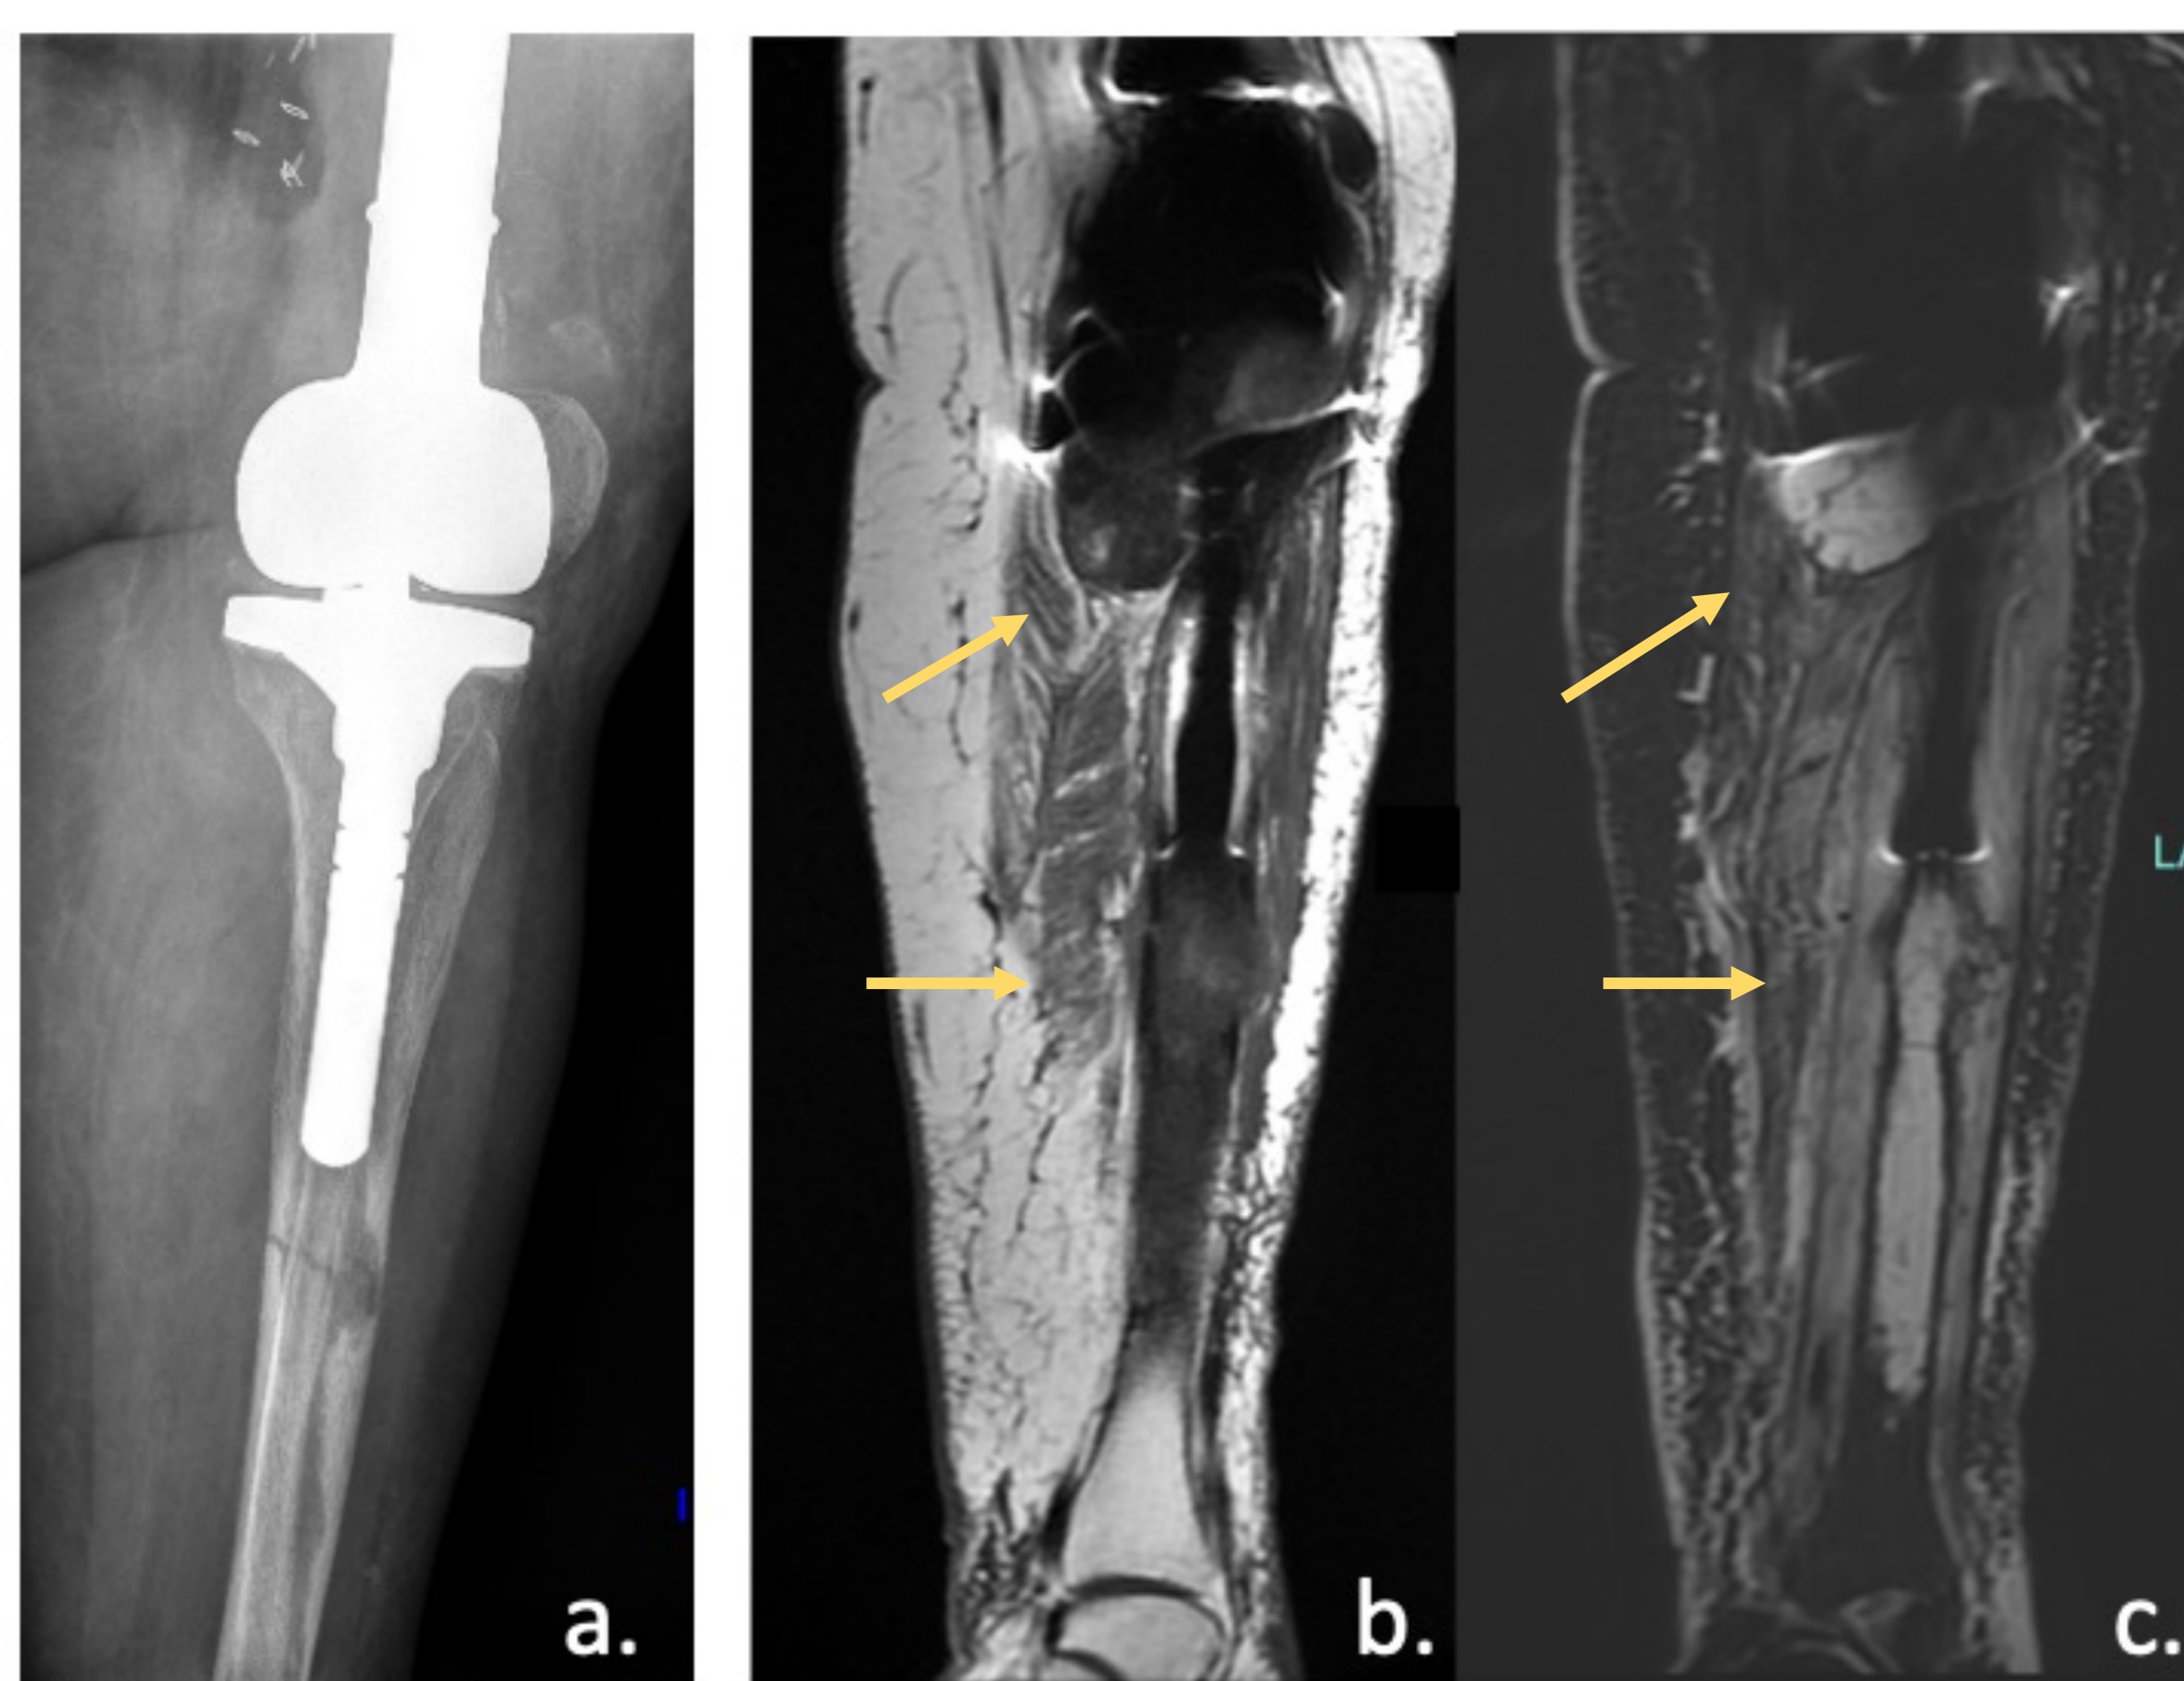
Cuatro meses tras la cirugía la paciente sufre un traumatismo leve con resultado de fractura patológica en diáfisis tibial. b-c) RM coronal T1 y STIR. Se aprecia fractura patológica en diáfisis tibial ocupada por lesión endomedular. Se aprecia también lesión de partes blandas adyacente a meseta tibial interna, también sospechoso de recidiva tumoral.
